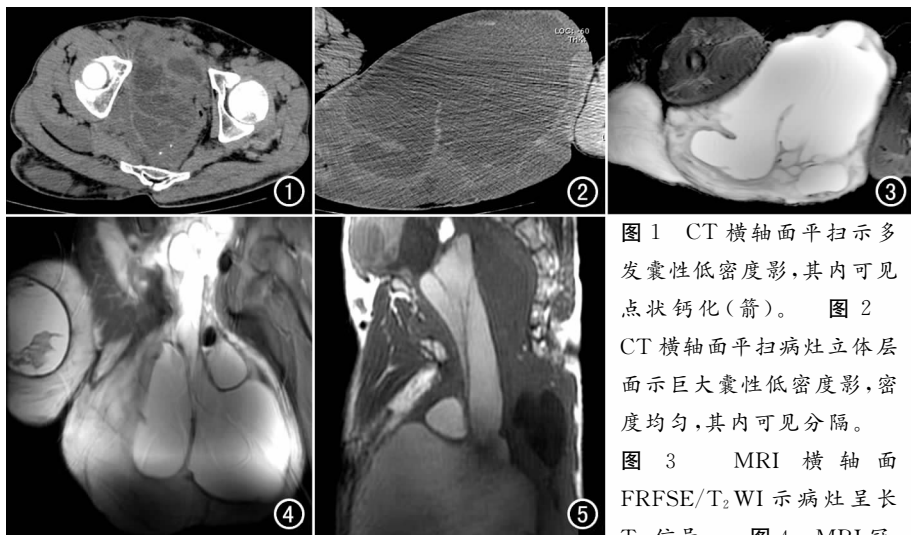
CT 横轴面平扫示多发囊性低密度影,其内可见点状钙化(箭)。图 2 CT 横轴面平扫病灶立体层面示巨大囊性低密度影,密度均匀,其内可见分隔。图 3 MRI 横轴面 FRFSE/T₂WI 示病灶呈长 T₂ 信号。图 4 MRI 冠状面 STIR 序列示盆腔及会阴部可见巨大囊性病変,脂肪抑制病灶呈较高信号,边界清,其内可见分隔,周围结构清晰未见明显水肿。图 5 MRI 矢状面 T₁WI 示病灶呈稍长信号。
